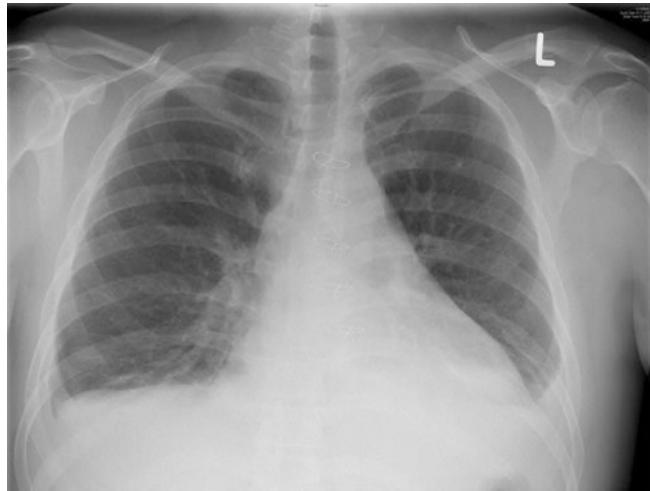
Konventionelle Thoraxröntgenaufnahme mit globaler Vergrößerung des Herzschnittens und scharf abgegrenzten Rändern („Waterbottle-Silhouette“, Bocksbeutelherz)
